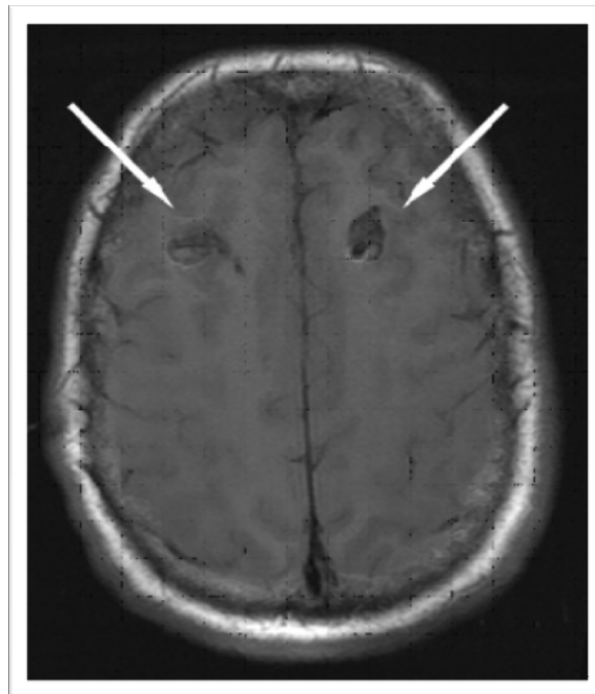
Resonancia magnética indicando una lesión intracraneal.¹⁹
